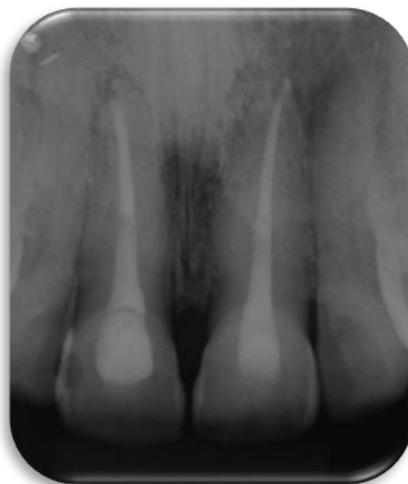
Proservação por meio da radiografia periapical do tratamento endodôntico dos dentes 11 e 21, após 18 meses.
